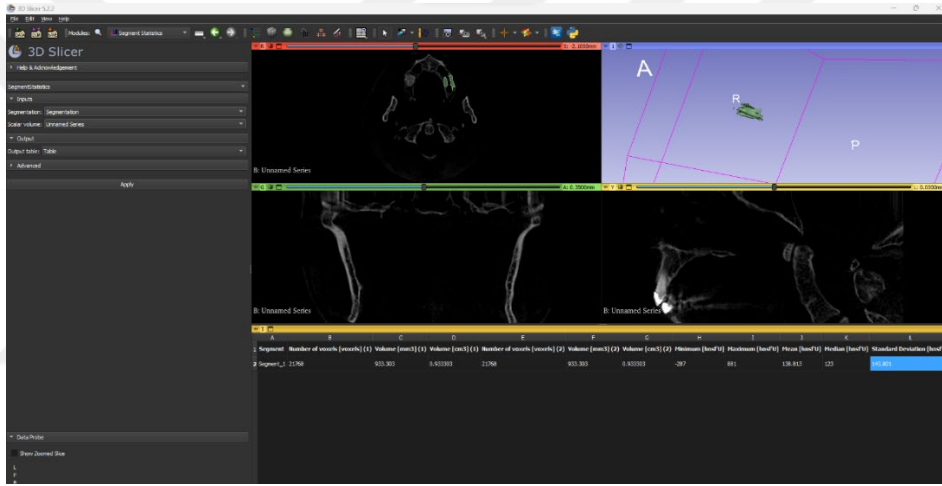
SKK Grubunun Tomografi Görüntüsünden Schneiderian Membran Kalınlığı Ölçümü (T1)
